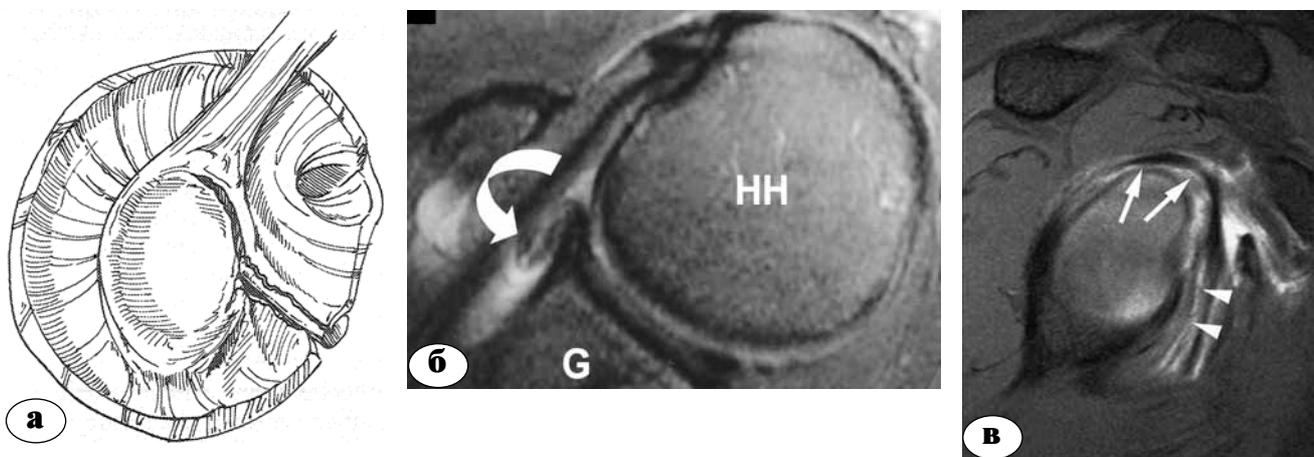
SLAP: тип VII: а – сагиттальный вид; б – МРТ, аксиальная проекция; в – МРТ, коса сагиттальная проекция
